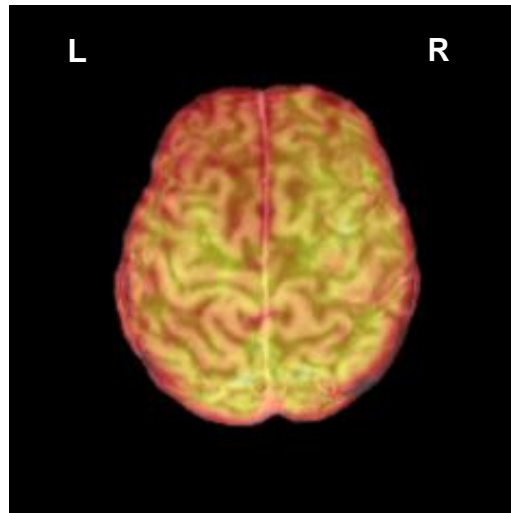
MRT/PET-Fusion Patient R.N.: rote Bereiche zeigen verminderte Gehirnaktivität bzw. herabgesetzten Glukosemetabolismus
